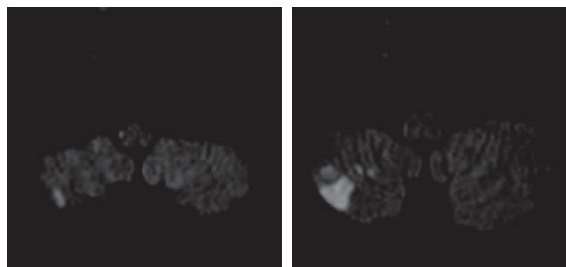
例 3 DWI 示右侧延髓外侧及右侧小脑急性梗死,MRA 示右大脑中动脉未显影,左侧大脑中动脉狭窄,椎基底动脉正常,似见右侧小脑后下动脉起始端。
